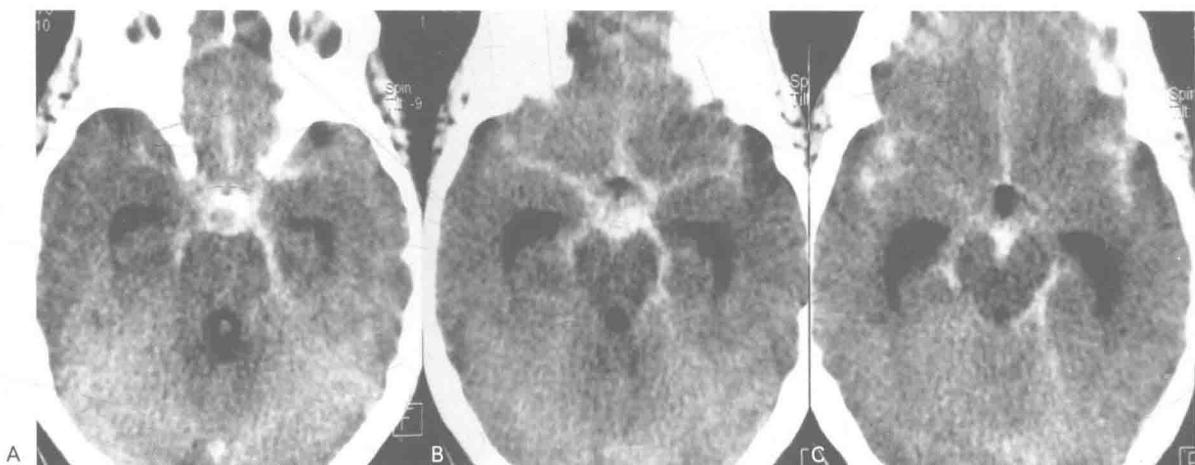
(A~C) 平扫CT显示位于基底池的近乎对称的高密度影，诊断为蛛网膜下腔出血。侧脑室颞角扩大。观察到位于桥前池水平的高密度团块中的小圆形低密度区，怀疑基底动脉尖动脉瘤。
